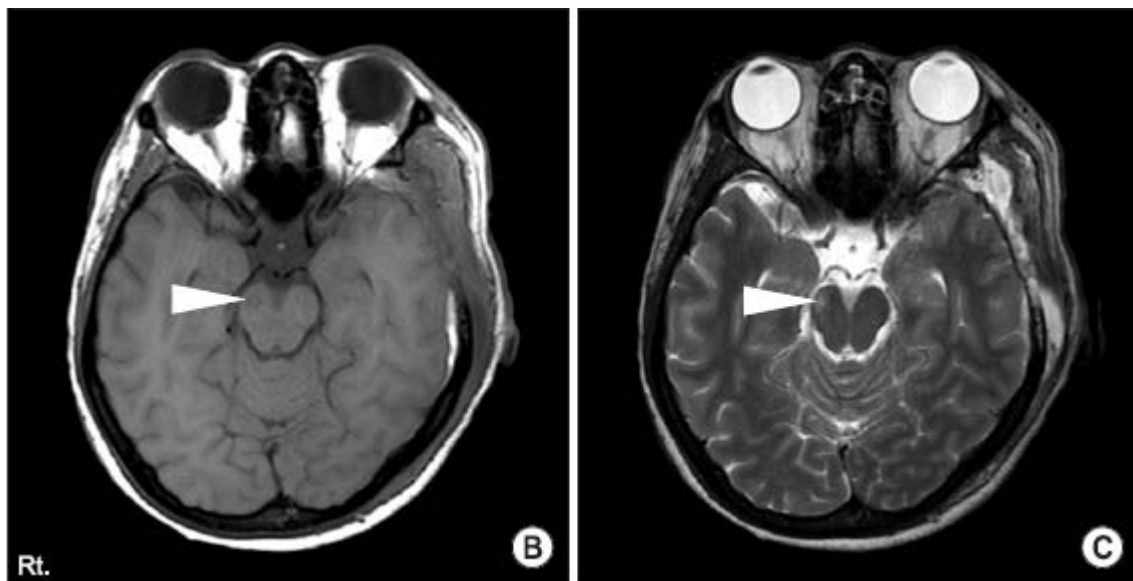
IRM cérébrale en coupes axiales montrant la persistance d'une lésion en hyposignal T1 (B) et en hypersignal T2 (C) au niveau du pédoncule cérébral droit. Contrôle IRM après évacuation d'un HSDC hémisphérique gauche [98]
